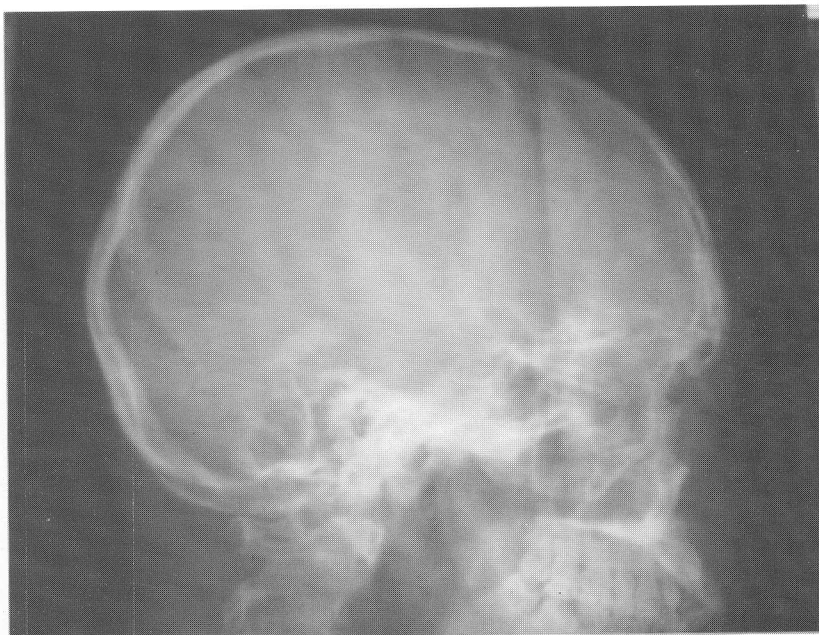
Preoperative antero-posterior skull x-ray showing the erocele/ Préopérateur antéro-postérieur du crâne aux rayons X montrant la erocele
